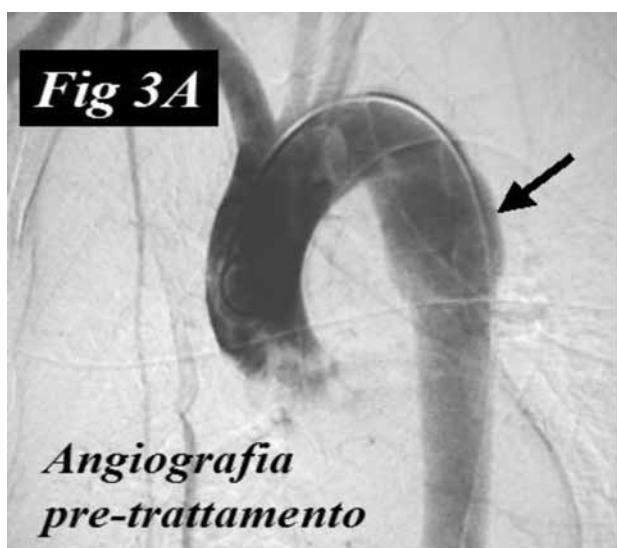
C.A., 32 anni, maschio, incidente stradale. Trauma toracico con fratture multiple degli arti. GCS 13, non IOT. Drenaggio percutaneo emotorace, TEV della RPAT e successiva stabilizzazione fratture ossee. Aortografia intraoperatoria: (A) rottura dell'aorta toracica post-istmica, (B) posizionamento di endoprotesi toracica (Talent Excluder 34x10 mm) con accesso femorale destro, (C) TC controllo endoprotesi a sei mesi.
